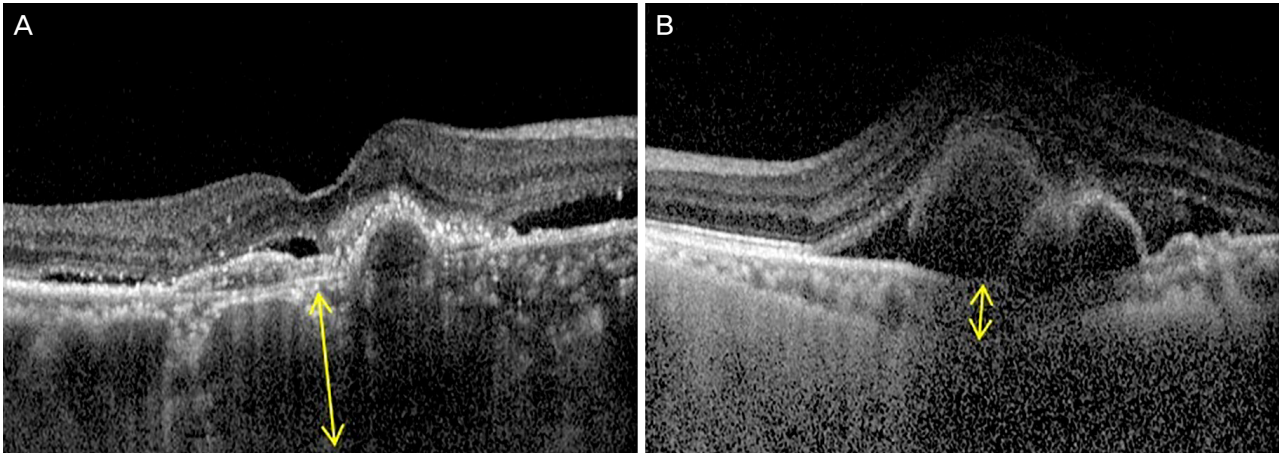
Choroidal thickness was measured manually using a caliper that is provided in the optical coherence tomography device. The choroidal thickness (yellow arrow) was defined as the vertical distance between Bruch's membrane and the chorioscleral interface. (A) Thick choroidal thickness. (B) Thin choroidal thickness.
